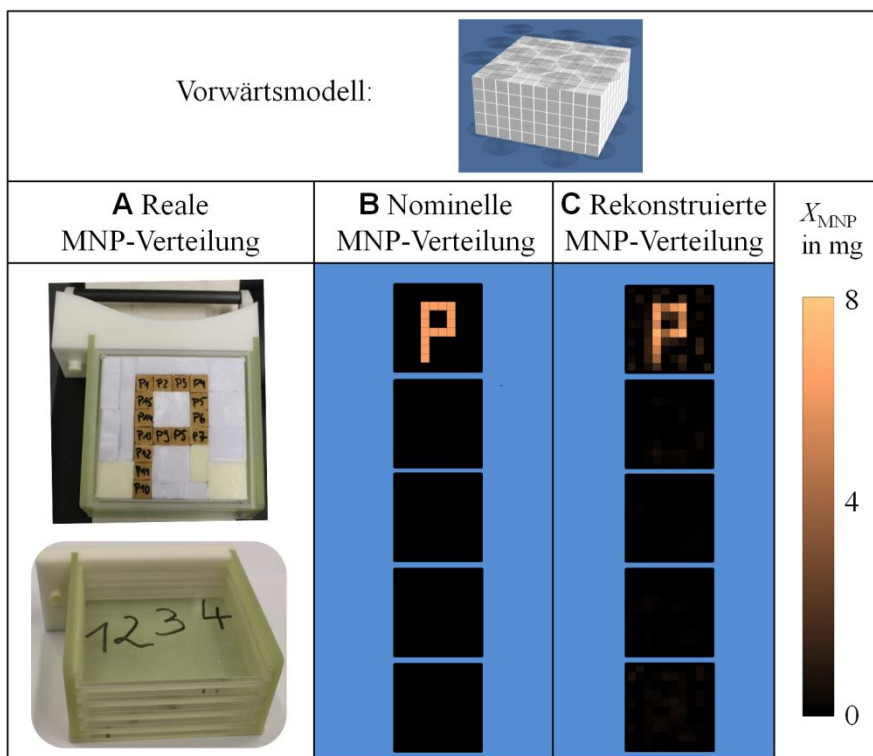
Drei Terminologien für MNP-Verteilungen in der MRX-Tomographie: A) Photographien eines MNP-Supports (Aufsicht und Sicht von der Seite) mit einer realen MNP-Verteilung. Diese besteht aus Plexiglasplatten in horizontalen Ebenen 1-4. In der Ebene 5 befindet sich ein P förmiges MNP-Muster aus insgesamt 15, mit MNP beladenen Gipswürfeln ( $l=12$  mm,  $X_{\text{MNP}}=6.4$  mg). Diese Verteilung wird im Vorwärtsmodell (hier ohne Sensorsystem) durch ein  $k=(10N_x \times 10N_y \times 5N_z)$  Voxelgitter mit einem Voxelvolumen von  $1.72$  cm<sup>3</sup> diskretisiert. B) Nominelle MNP-Verteilung  $X_{\text{MNP, nom}}$  durch Farbzunordung der MNP-Menge  $X_{\text{MNP, nom}}$  eines jeden MNP-Würfels in Abhängigkeit der Voxelposition  $\mathbf{r}_k'$ . Horizontale Voxel Ebenen ( $N_z$ ) sind übereinander angeordnet. C) Mittels Minimum-Norm-TSVD Verfahren rekonstruierte MNP-Verteilung.
